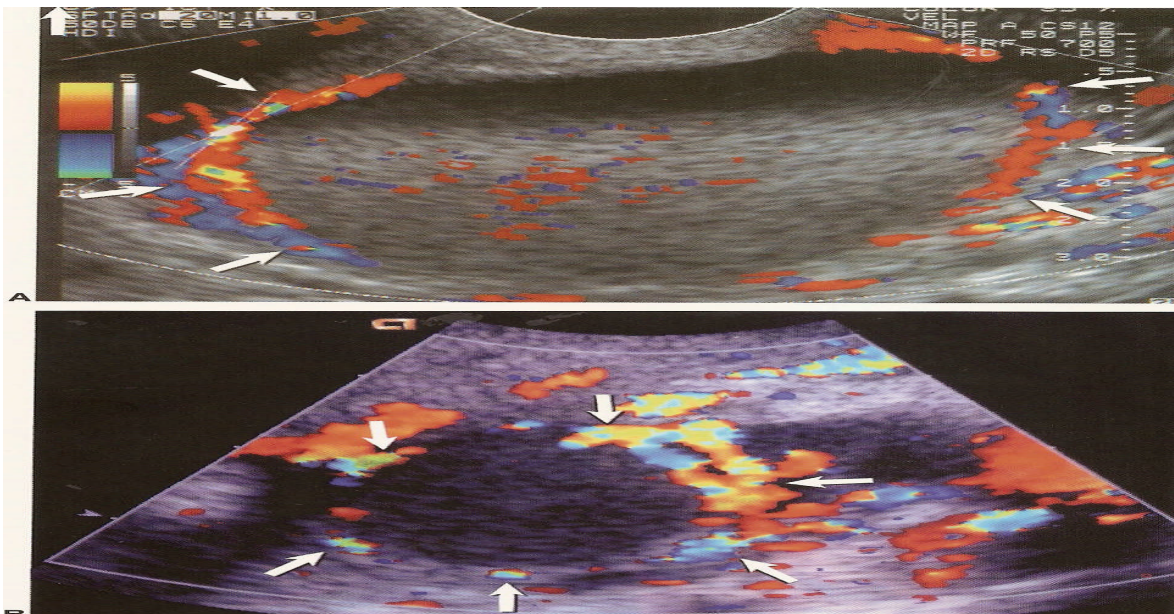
Doppler. Endometriomas com hipervascularização (setas) na periferia do nódulo - preenchendo os cistos pode ser observada (setas). (Fonte: Abrão 2000).
